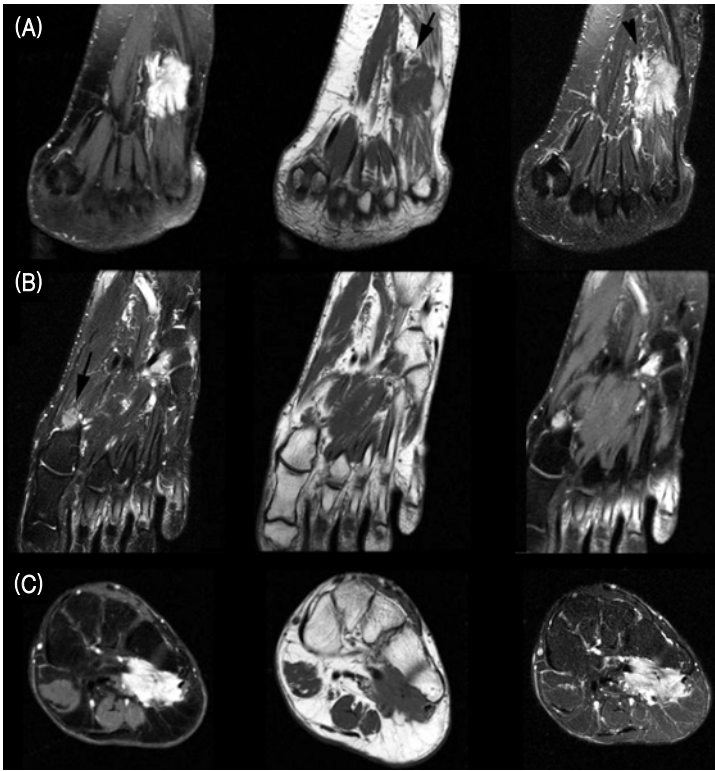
MRI findings of the foot. (A) Coronal images with plantar glomus tumor. 1. Coronal T2-weighted fat-suppressed MR image shows high-signal plantar mass with surrounding irregular high signal intensity. 2. Coronal T1-weighted image shows mass (arrow) isointense relative to muscle and ill-defined hypointense perilesional signal extending to adjacent tissues. 3. Coronal T1-weighted image with fat saturation obtained after administration of gadolinium shows that mass (arrowhead) enhances avidly. (B) Coronal images with plantar glomus tumor. Notice another lesion around the 1st metatarsal neck area (arrow). The same findings with the above figure (A) are found except the size and locations. (C) Axial images of the plantar lesion. The same findings with the above figure (A).
